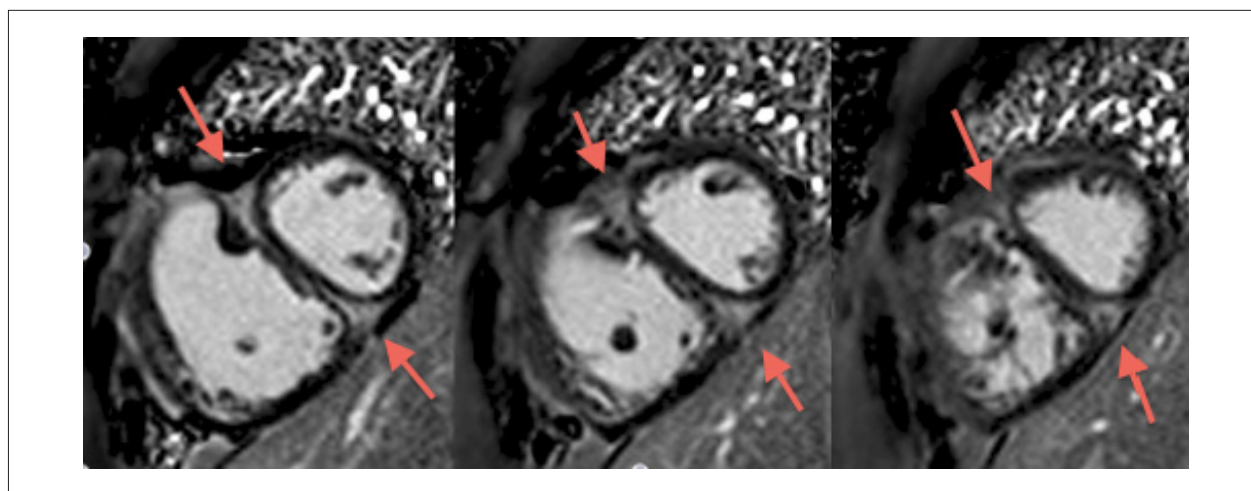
Ressonância magnética cardíaca em eixo curto, duas câmaras (porção média do coração), após injeção de gadolínio para avaliação do realce tardio do miocárdio em paciente de 26 anos portador de hipertensão arterial pulmonar idiopática no Hospital Universitário Clementino Fraga Filho. Percebe-se realce tardio miocárdico nas porções anterior e inferior do septo interventricular, nos pontos de inserção do ventrículo direito (setas vermelhas).
